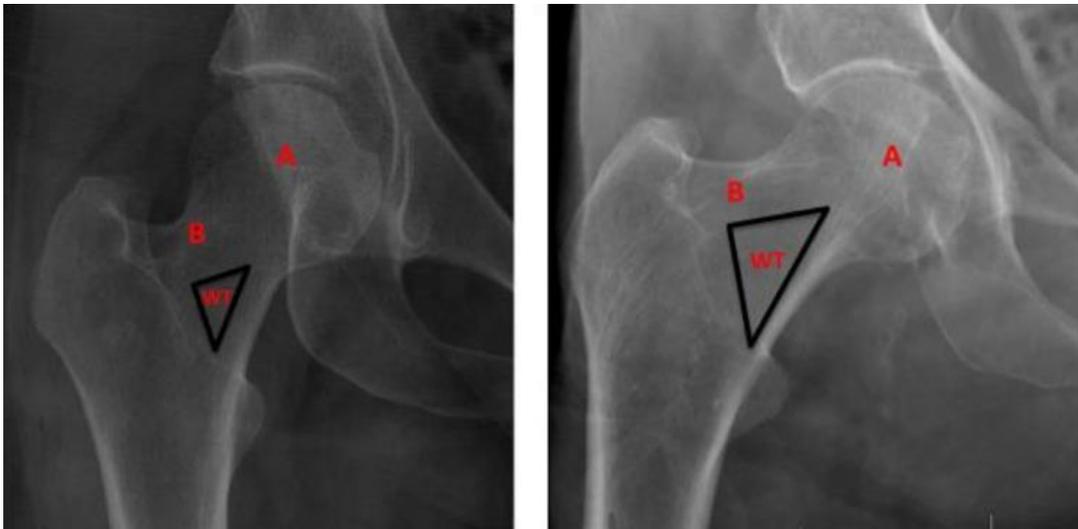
Radiografía de cadera derecha de una mujer de 30 años (Izquierda). Radiografía de cadera derecha de un hombre de 98 años (Derecha). El tamaño del triángulo de Ward (WT) es significativamente mayor en la imagen de la derecha en comparación con la imagen de la izquierda y una mayor degeneración de las trabéculas de compresión principales (A) y las trabéculas de tracción principales (B) en la imagen de la derecha en comparación con la imagen de la izquierda.¹
